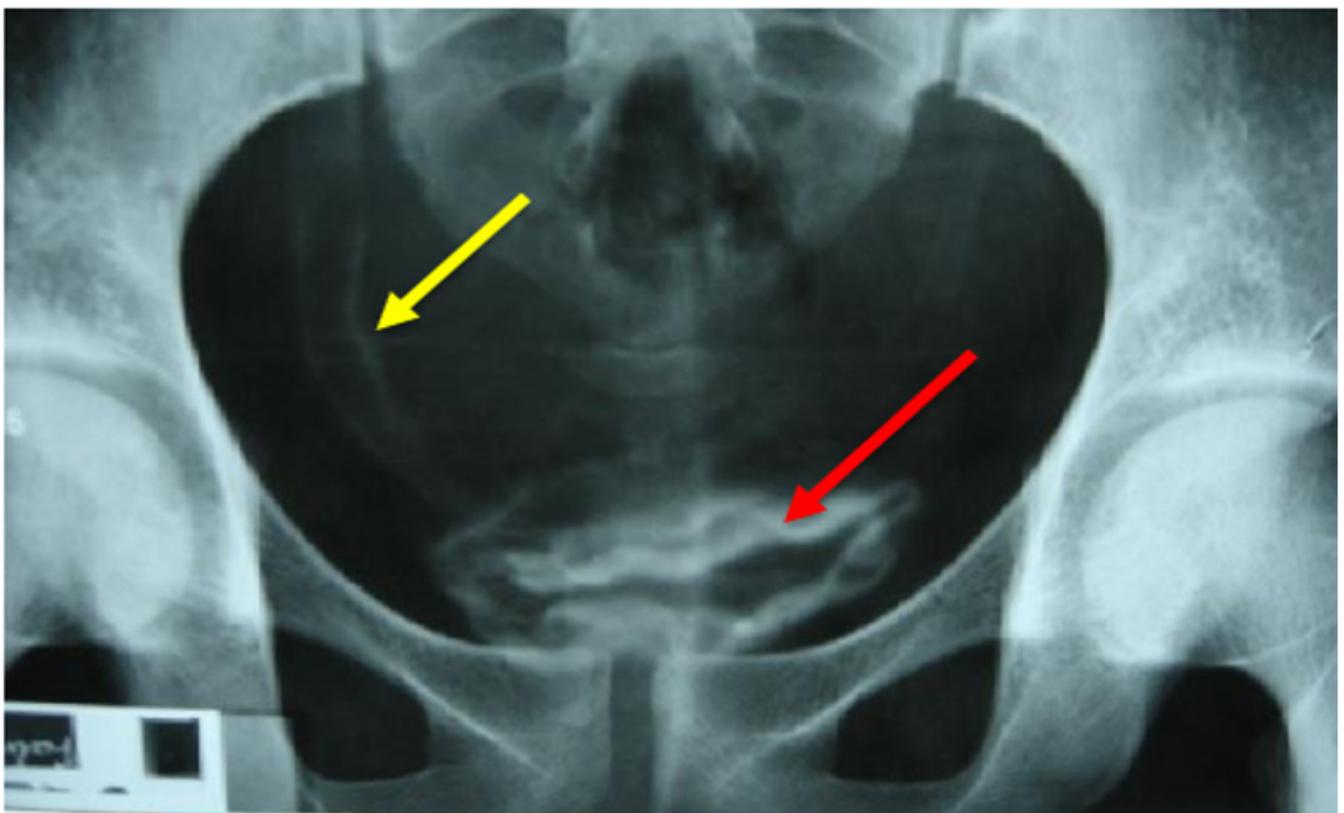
Radiographie du bassin montrant une image de calcification de de la vessie (flèche rouge) et l’uretère droit (flèche jaune) chez un patient de 26 ans.
